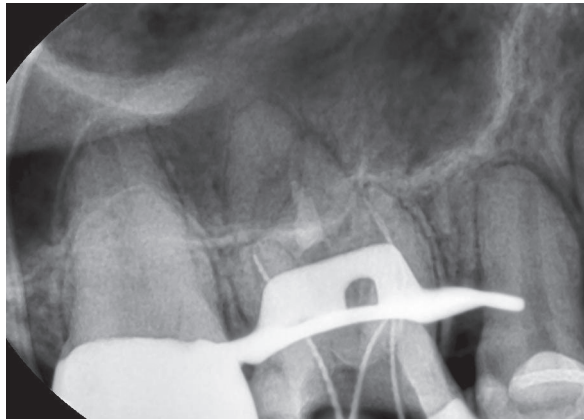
근심협측 및 원심협측 근관의 길이 측정을 위한 방사선 사진.
